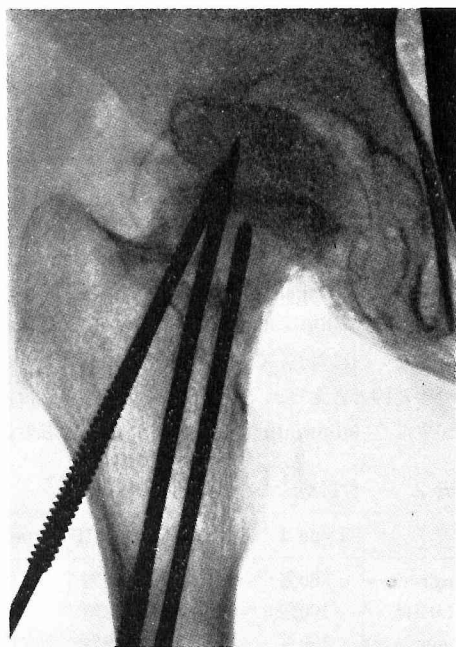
術後9カ月のX線像。骨頭と臼蓋の輪郭が不整で関節裂隙は狭小化し、頸部中央から外側に透明像が認められる。
